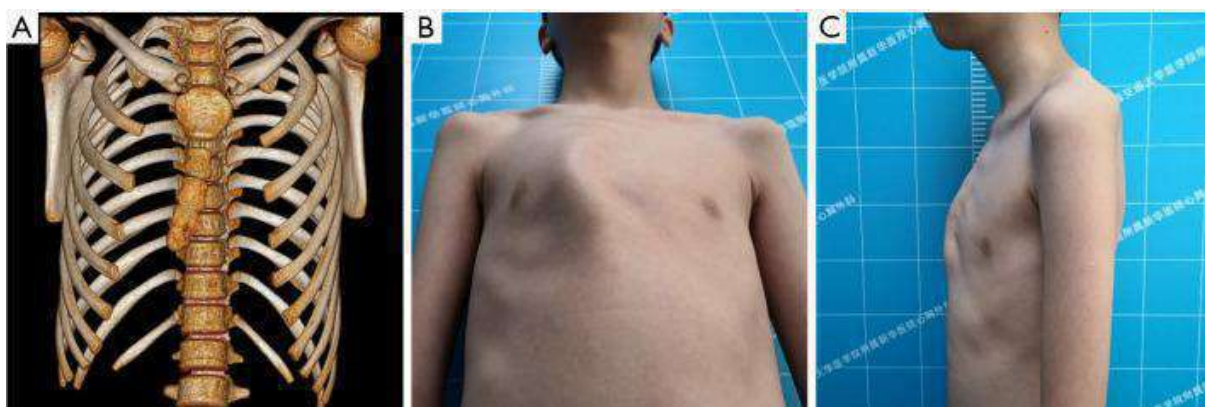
Килевидная грудная клетка типа С. Трехмерная реконструкция КТ-изображения (А) и фотографий пациента (В, С).
